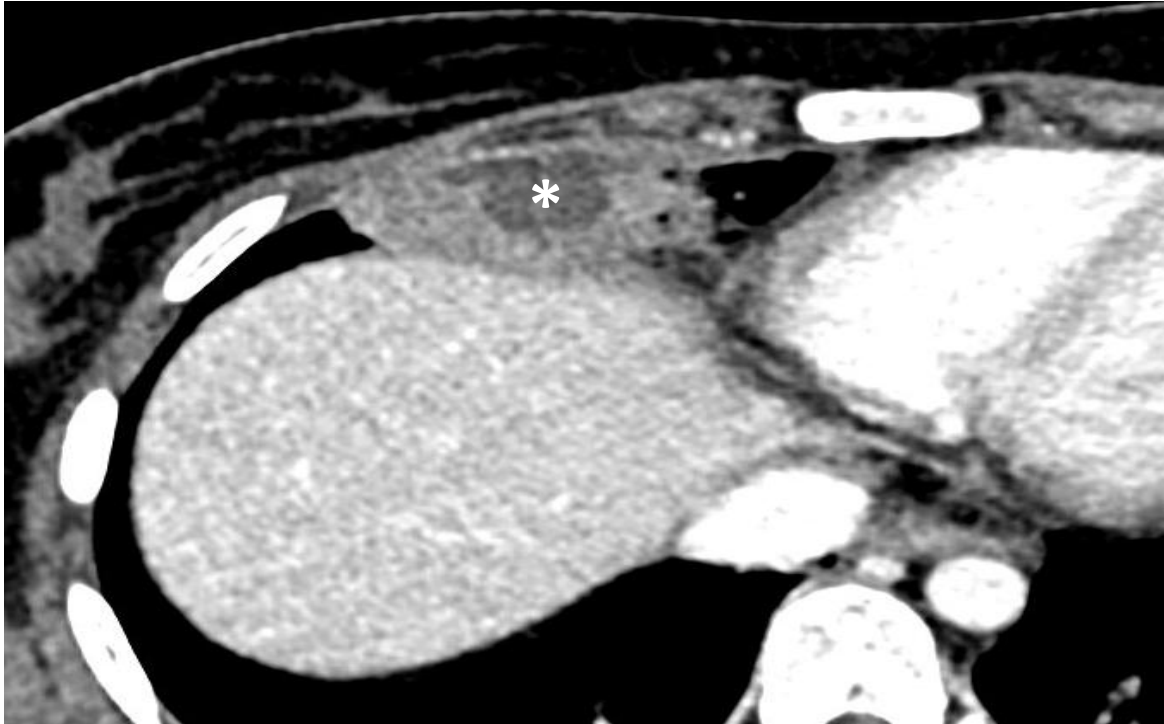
Imagen axial de TC torácica en ventana de partes blandas. Consolidación pulmonar en receso costofrénico derecho, con un área central hipodensa (asterisco), compatible con contenido necrótico en el contexto de infección por Aspergilosis angioinvasiva necrotizante.
